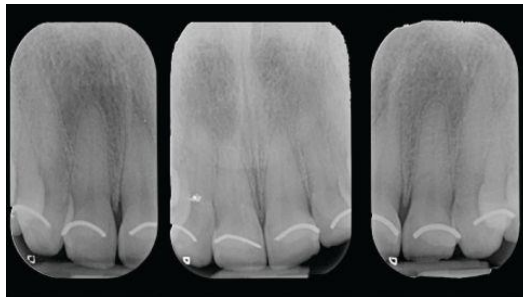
Se muestran las radiografías periapicales, donde se puede observar, que si existe discrepancia entre la corona clínica y anatómica, por lo tanto el margen gingival está más incisal a la unión cemento-esmalte, lo que da el resultado de coronas clínicas cortas²⁰.
